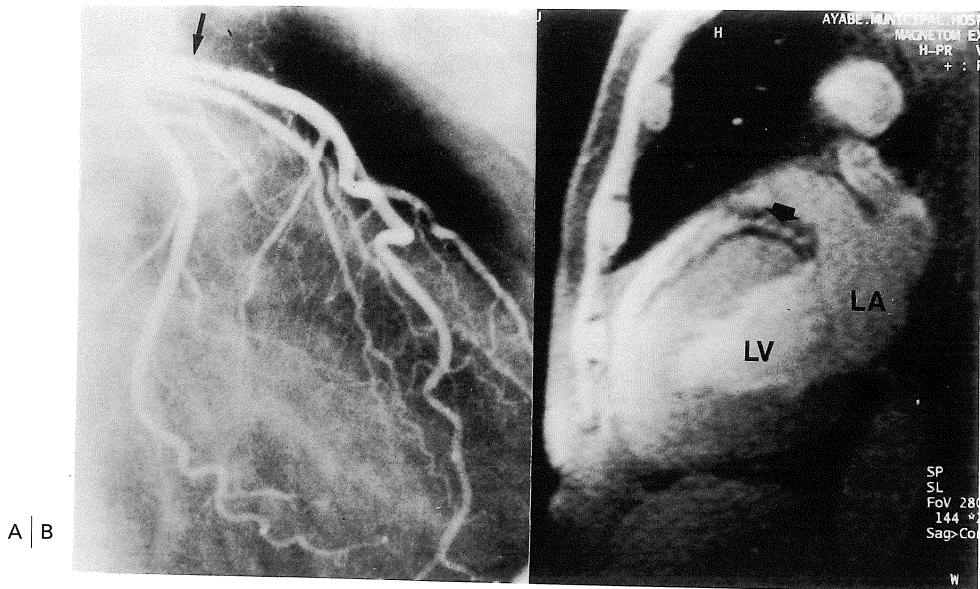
72 y.o. male WI 3.0 at seg 7. A shows there was no restenosis in the stented area (arrow) of the LAD. B shows a vessel structure detected by MRI imaging in the WI stented area (arrow). LA indicates left atrium ; LV, left ventricle.
